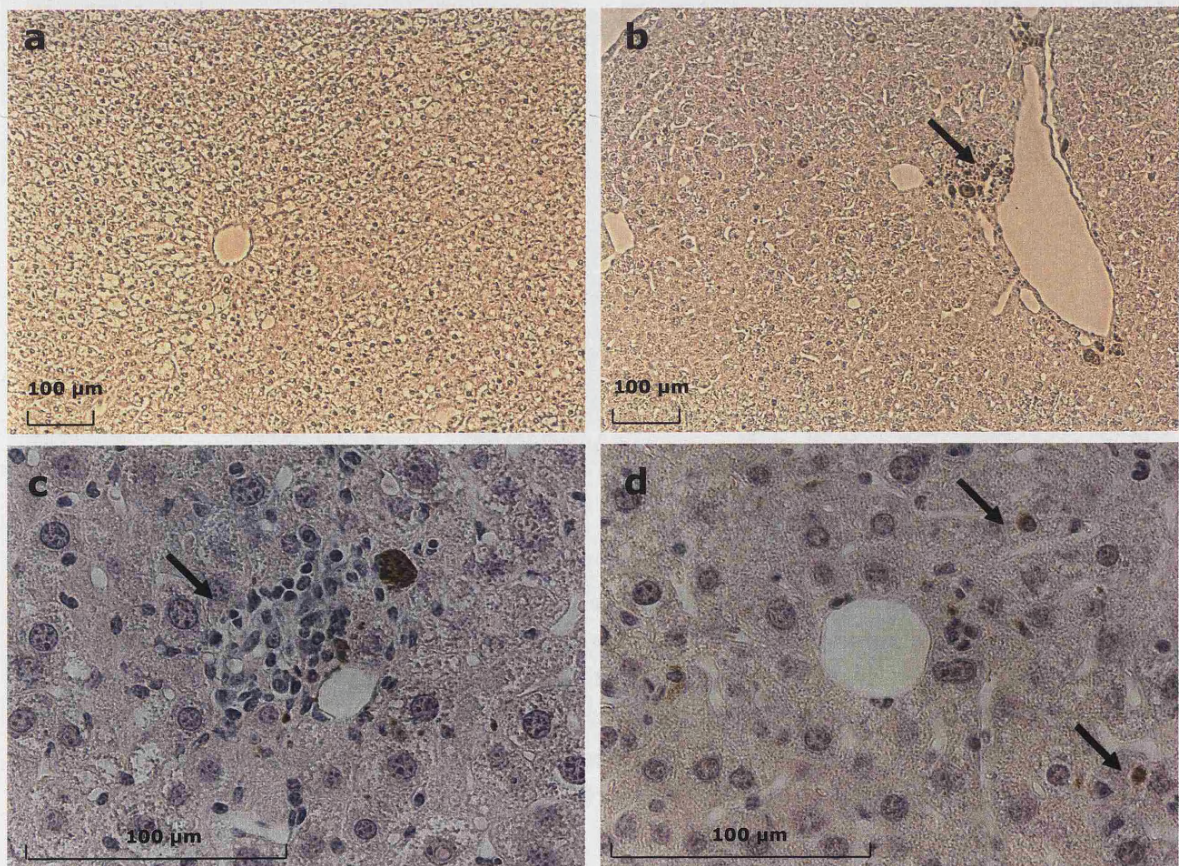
Tinción hematoxilina-eosina de cortes de hígado de ratones *fch/fch* trasplantados con médula ósea de ratones sanos y sacrificados 9 meses después del trasplante (TC4). (a) Arquitectura normal del tejido hepático. (b) Depósitos de protoporfirina periportales. (c) Ocasionales infiltrados inflamatorios. (d) Depósitos de protoporfirina en el parénquima hepático.
